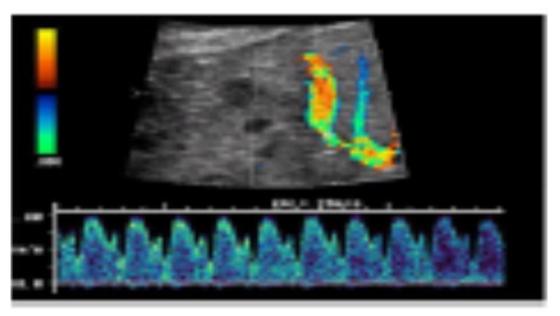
Doppler du DV [1].
